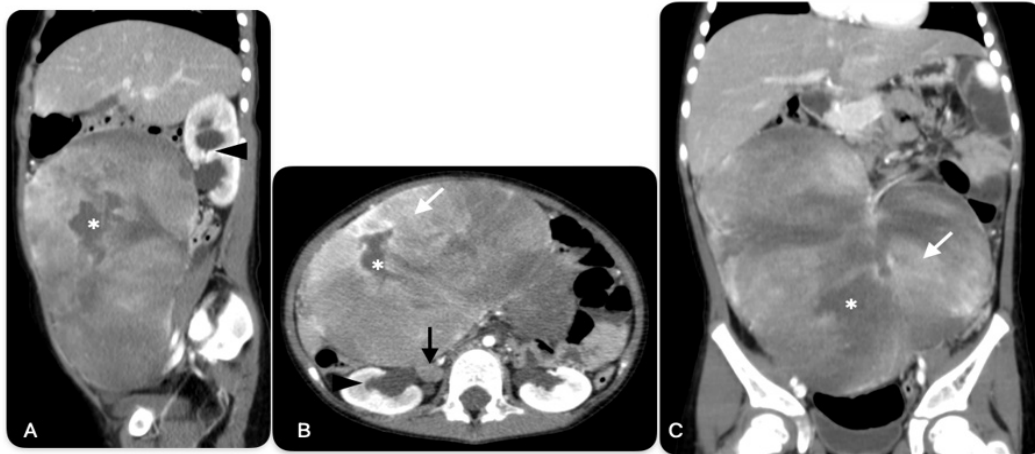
TAC abdomino-pélvica contrastada con reconstrucción multiplanar: A (Corte sagital), B (Corte axial) y C (Corte coronal) muestran gran masa retroperitoneal con efecto de masa local, heterogénea con áreas de necrosis (*) y reforzamiento intermedio al medio de contraste (flecha blanca) y heterogéneo en resto de la lesión, comprime uréteres condicionando Hidronefrosis derecha y ejerce efecto de masa local (cabeza de flecha negra). B. Existen sugerentes adenopatías secundarias (flecha negra).
